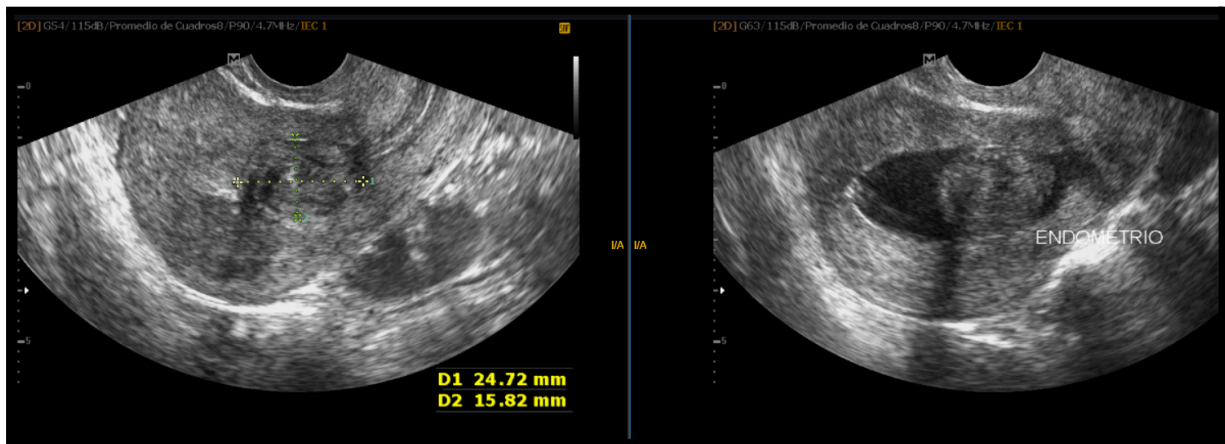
Paciente de 30 años, con antecedentes de polipectomía previa, metrorragia actual y ecografía tv donde informa probable mioma submucoso anterior. Se realiza histerosonografía donde se constata la presencia de una formación focal, que impronta la cara anterior del endometrio, con ecogenicidad similar al miometrio, de contornos definidos, que mide 21.6mm x 15.8mm de diámetro. Se realiza histeroscopia, confirmación mediante anatomía patológica de la presencia de leiomioma y posterior miomectomía.
